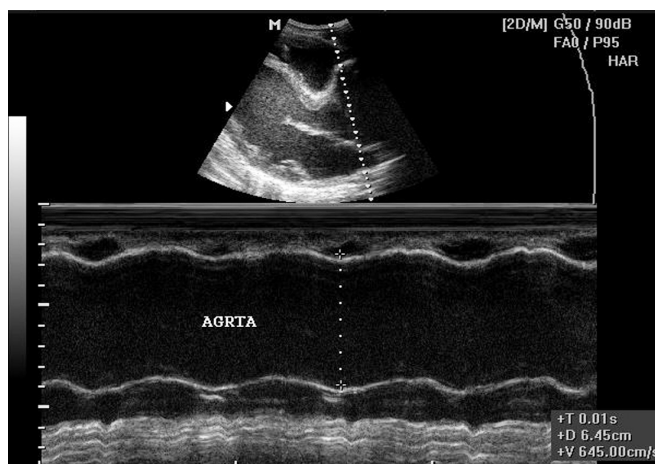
Эхокардиограмма 1. Исследование проведено из левой парастеральной позиции в М-модальном режиме. Визуализируется малоподвижный, дилатированный корень аорты. Стенки луковичи аорты истончены. Диаметр луковичи аорты составляет 64 мм
